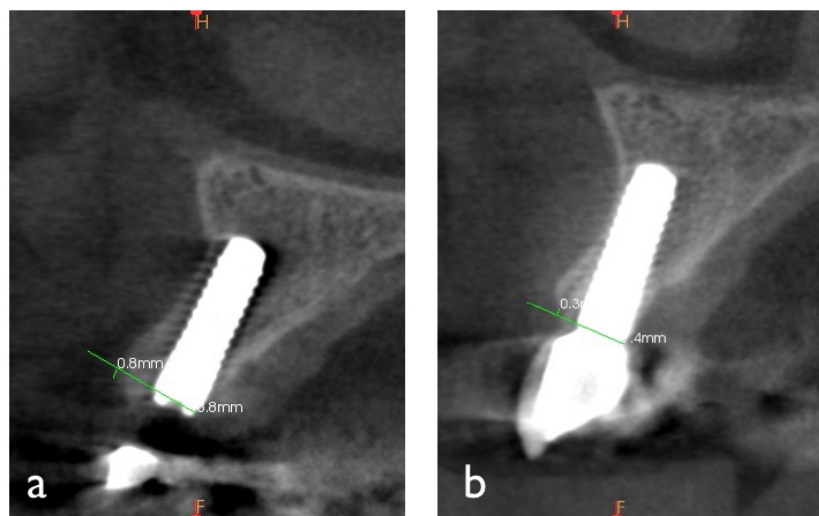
Medición vertical realizada en el CBCT después de la colocación del implante: 0.8 mm (a). Medición vertical realizada en el CBCT 12 meses después de la colocación del implante: -0.3 mm (b). Radiografías correspondientes al implante 1 del estudio.
